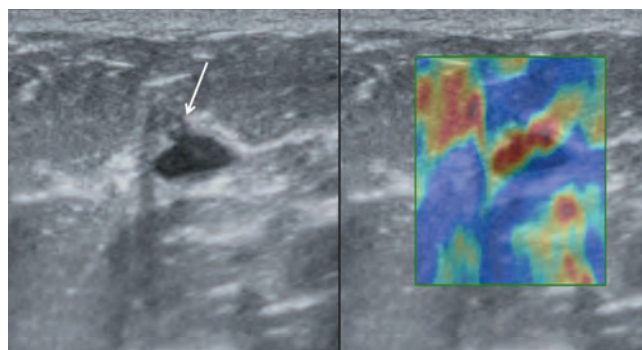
Пациентка Ю., 32 года. Протоковая киста. УЗИ с качественной эластографией. Определяется образование овальной формы с ровными четкими контурами, неоднородной анэхогенной структуры, размером 10 × 4 мм с подходящими к нему протоками (стрелка). При качественной эластографии определяется характерный для простых кист тип эластограммы
